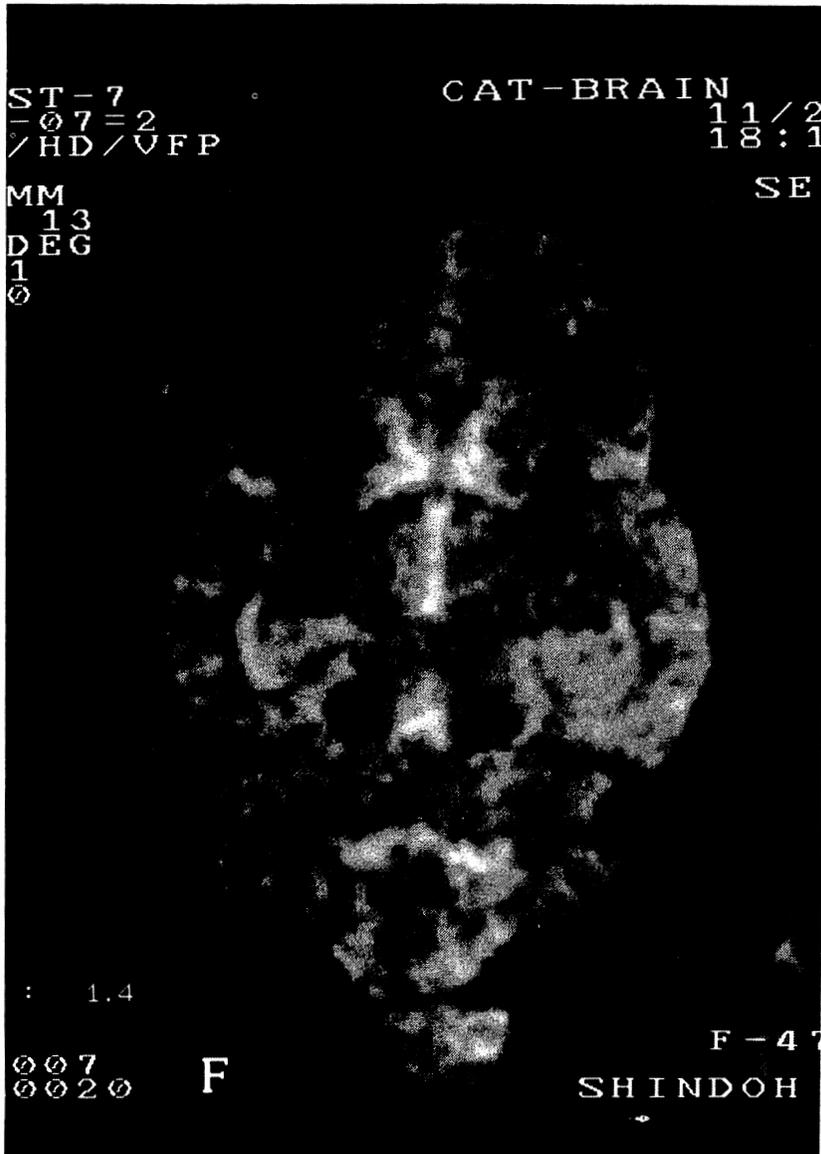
KA注入6時間後（辺縁系発作重積状態時）のMRI T2強調画像axial section。両側の海馬がhigh signal intensityである。
